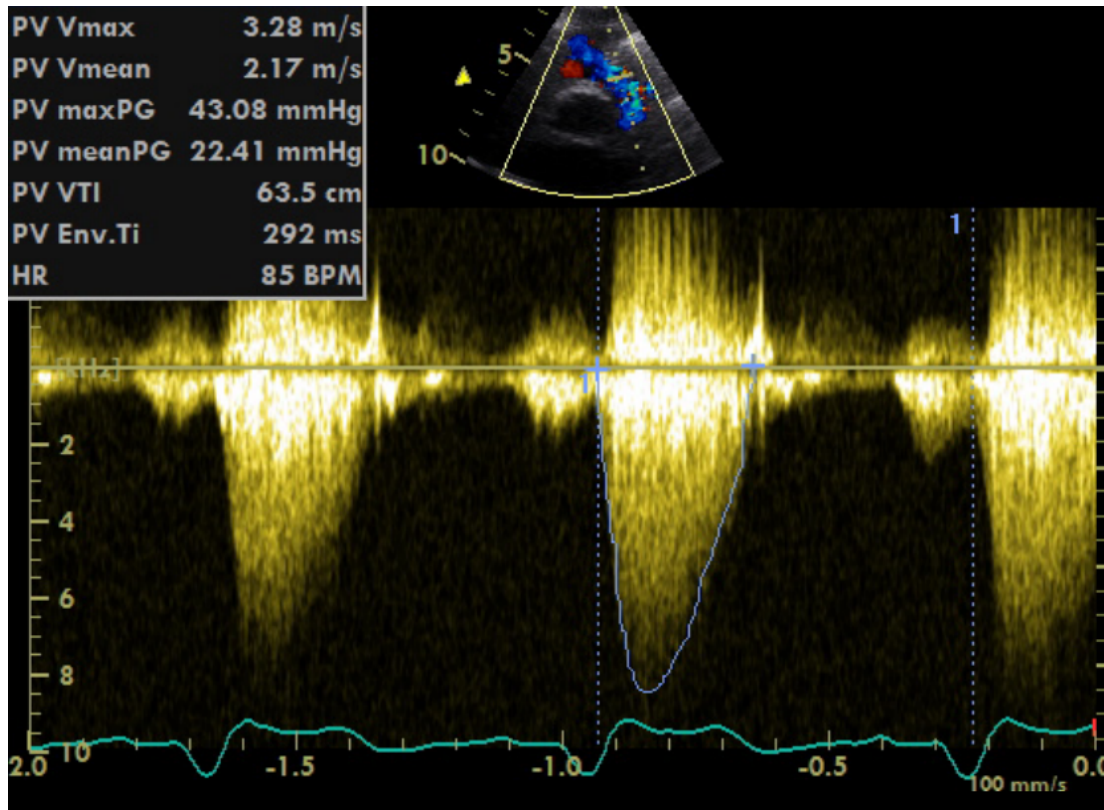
Echokardiographische Darstellung der Geschwindigkeit über der Pulmonalklappeninsuffizienz
